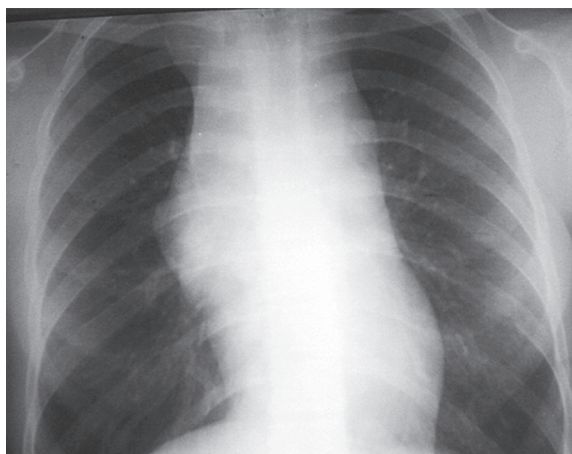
Обзорная рентгенография грудной клетки ребенка с лимфомой Ходжкина
